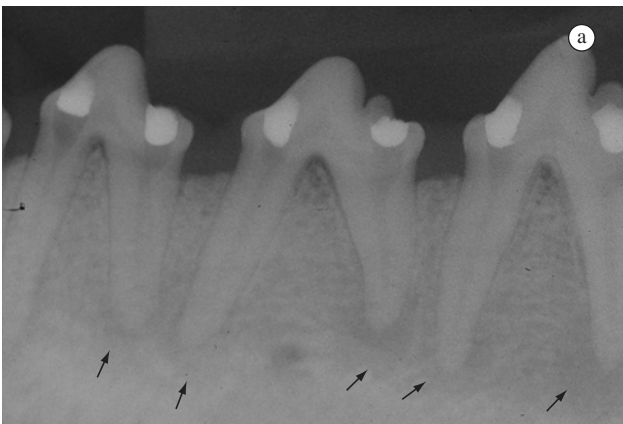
Grupo IV – a) Radiografia periapical mostrando as áreas da lesão periapical induzida experimentalmente (setas); e b) Radiografia 180 dias após o tratamento, mostrando a persistência das áreas radiolúcidas correspondentes à lesão (setas).
